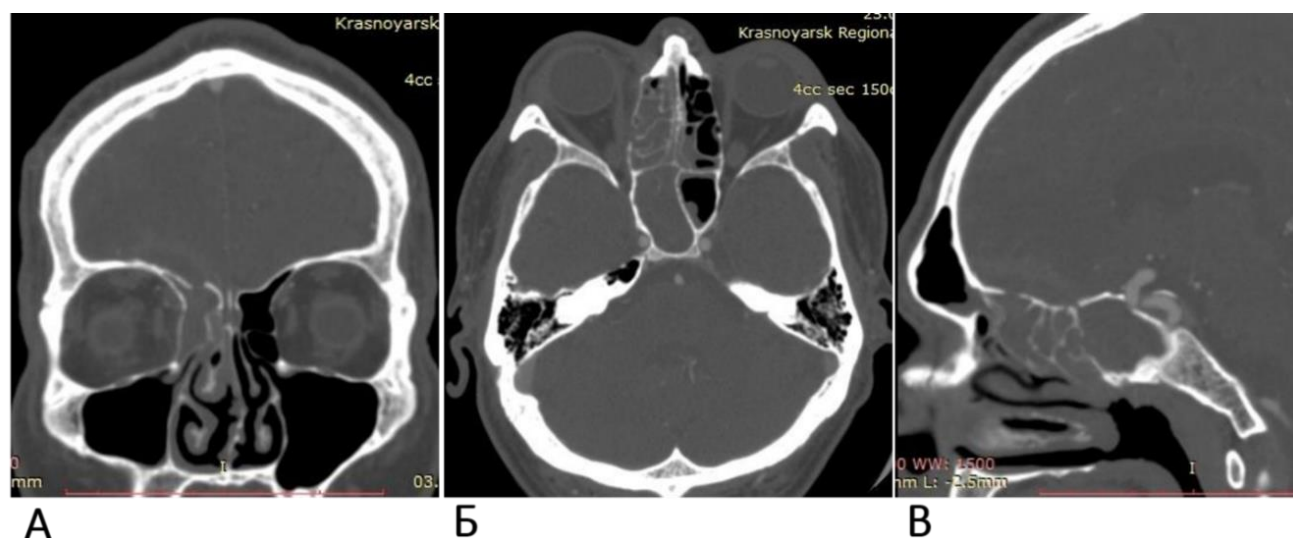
КТ околоносовых пазух пациента Н., 43 лет, в коронарной (А), аксиальной (Б) и сагиттальной (В) проекциях. Диагноз: острый гнойный правосторонний этмоидит, сфеноидит, орбитальный целлюлит справа, риносинусогенный абсцесс лобно-теменной области справа. Клетки решетчатого лабиринта, клиновидной пазухи справа тотально заполнены жидкостным содержимым (19-23 ед. Н), отмечается деструкция в области латеральной (глазничной) стенки и крыши решетчатого лабиринта
